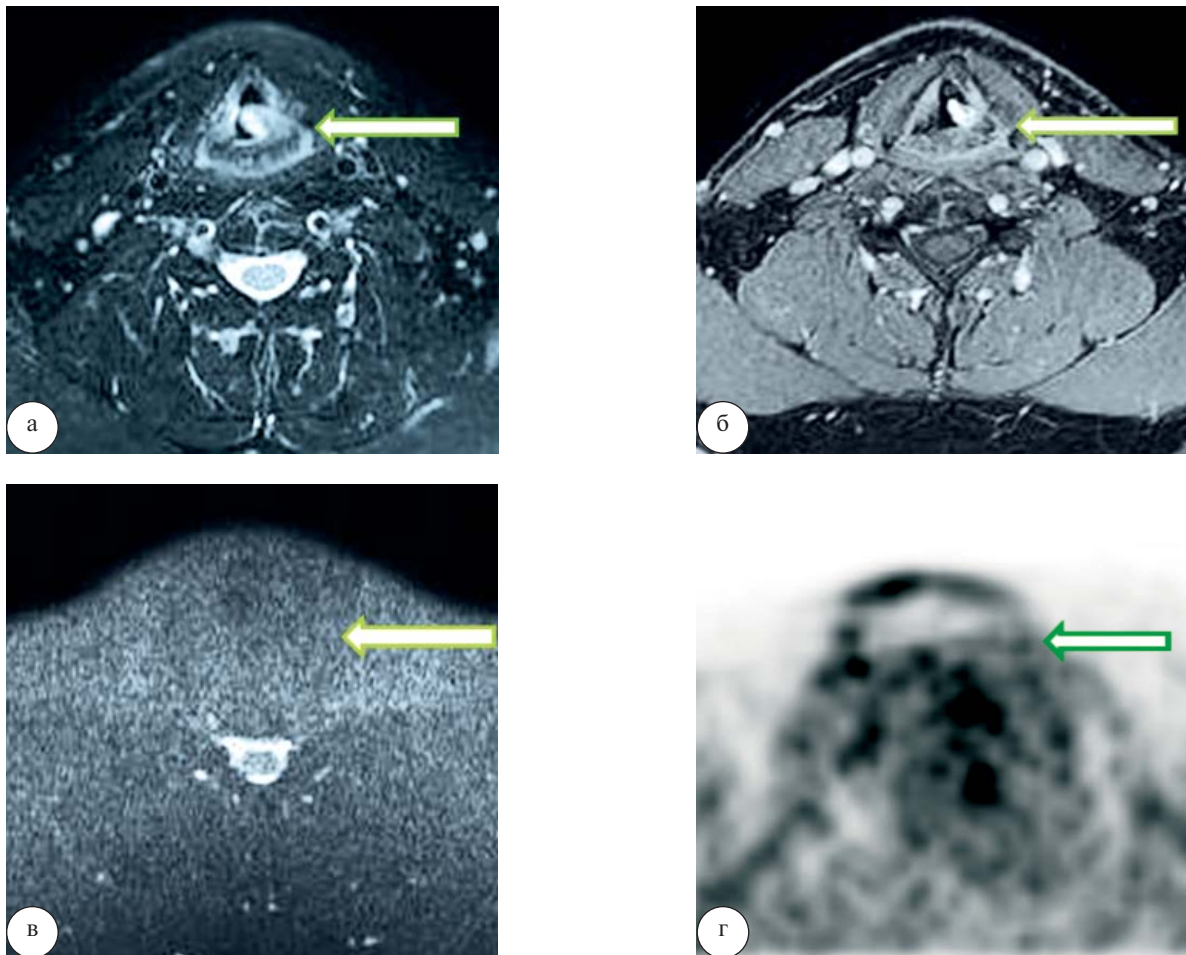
Фиброма гортани. При МРТ на T1-ВИ (а) и T2-ВИ (б) определяется образование, расположенное над левой голосовой складкой, с распространением на левую черпалонадгортанную складку, прилежащее к черпаловидному хрящу (стрелка). Образование накапливает контрастное вещество преимущественно в периферических отделах и не имеет гиперинтенсивного сигнала на ДВИ (в) (стрелка). На ПЭТ-изображении гиперметаболизма глюкозы в области образования не выявлено (г) (стрелка)
